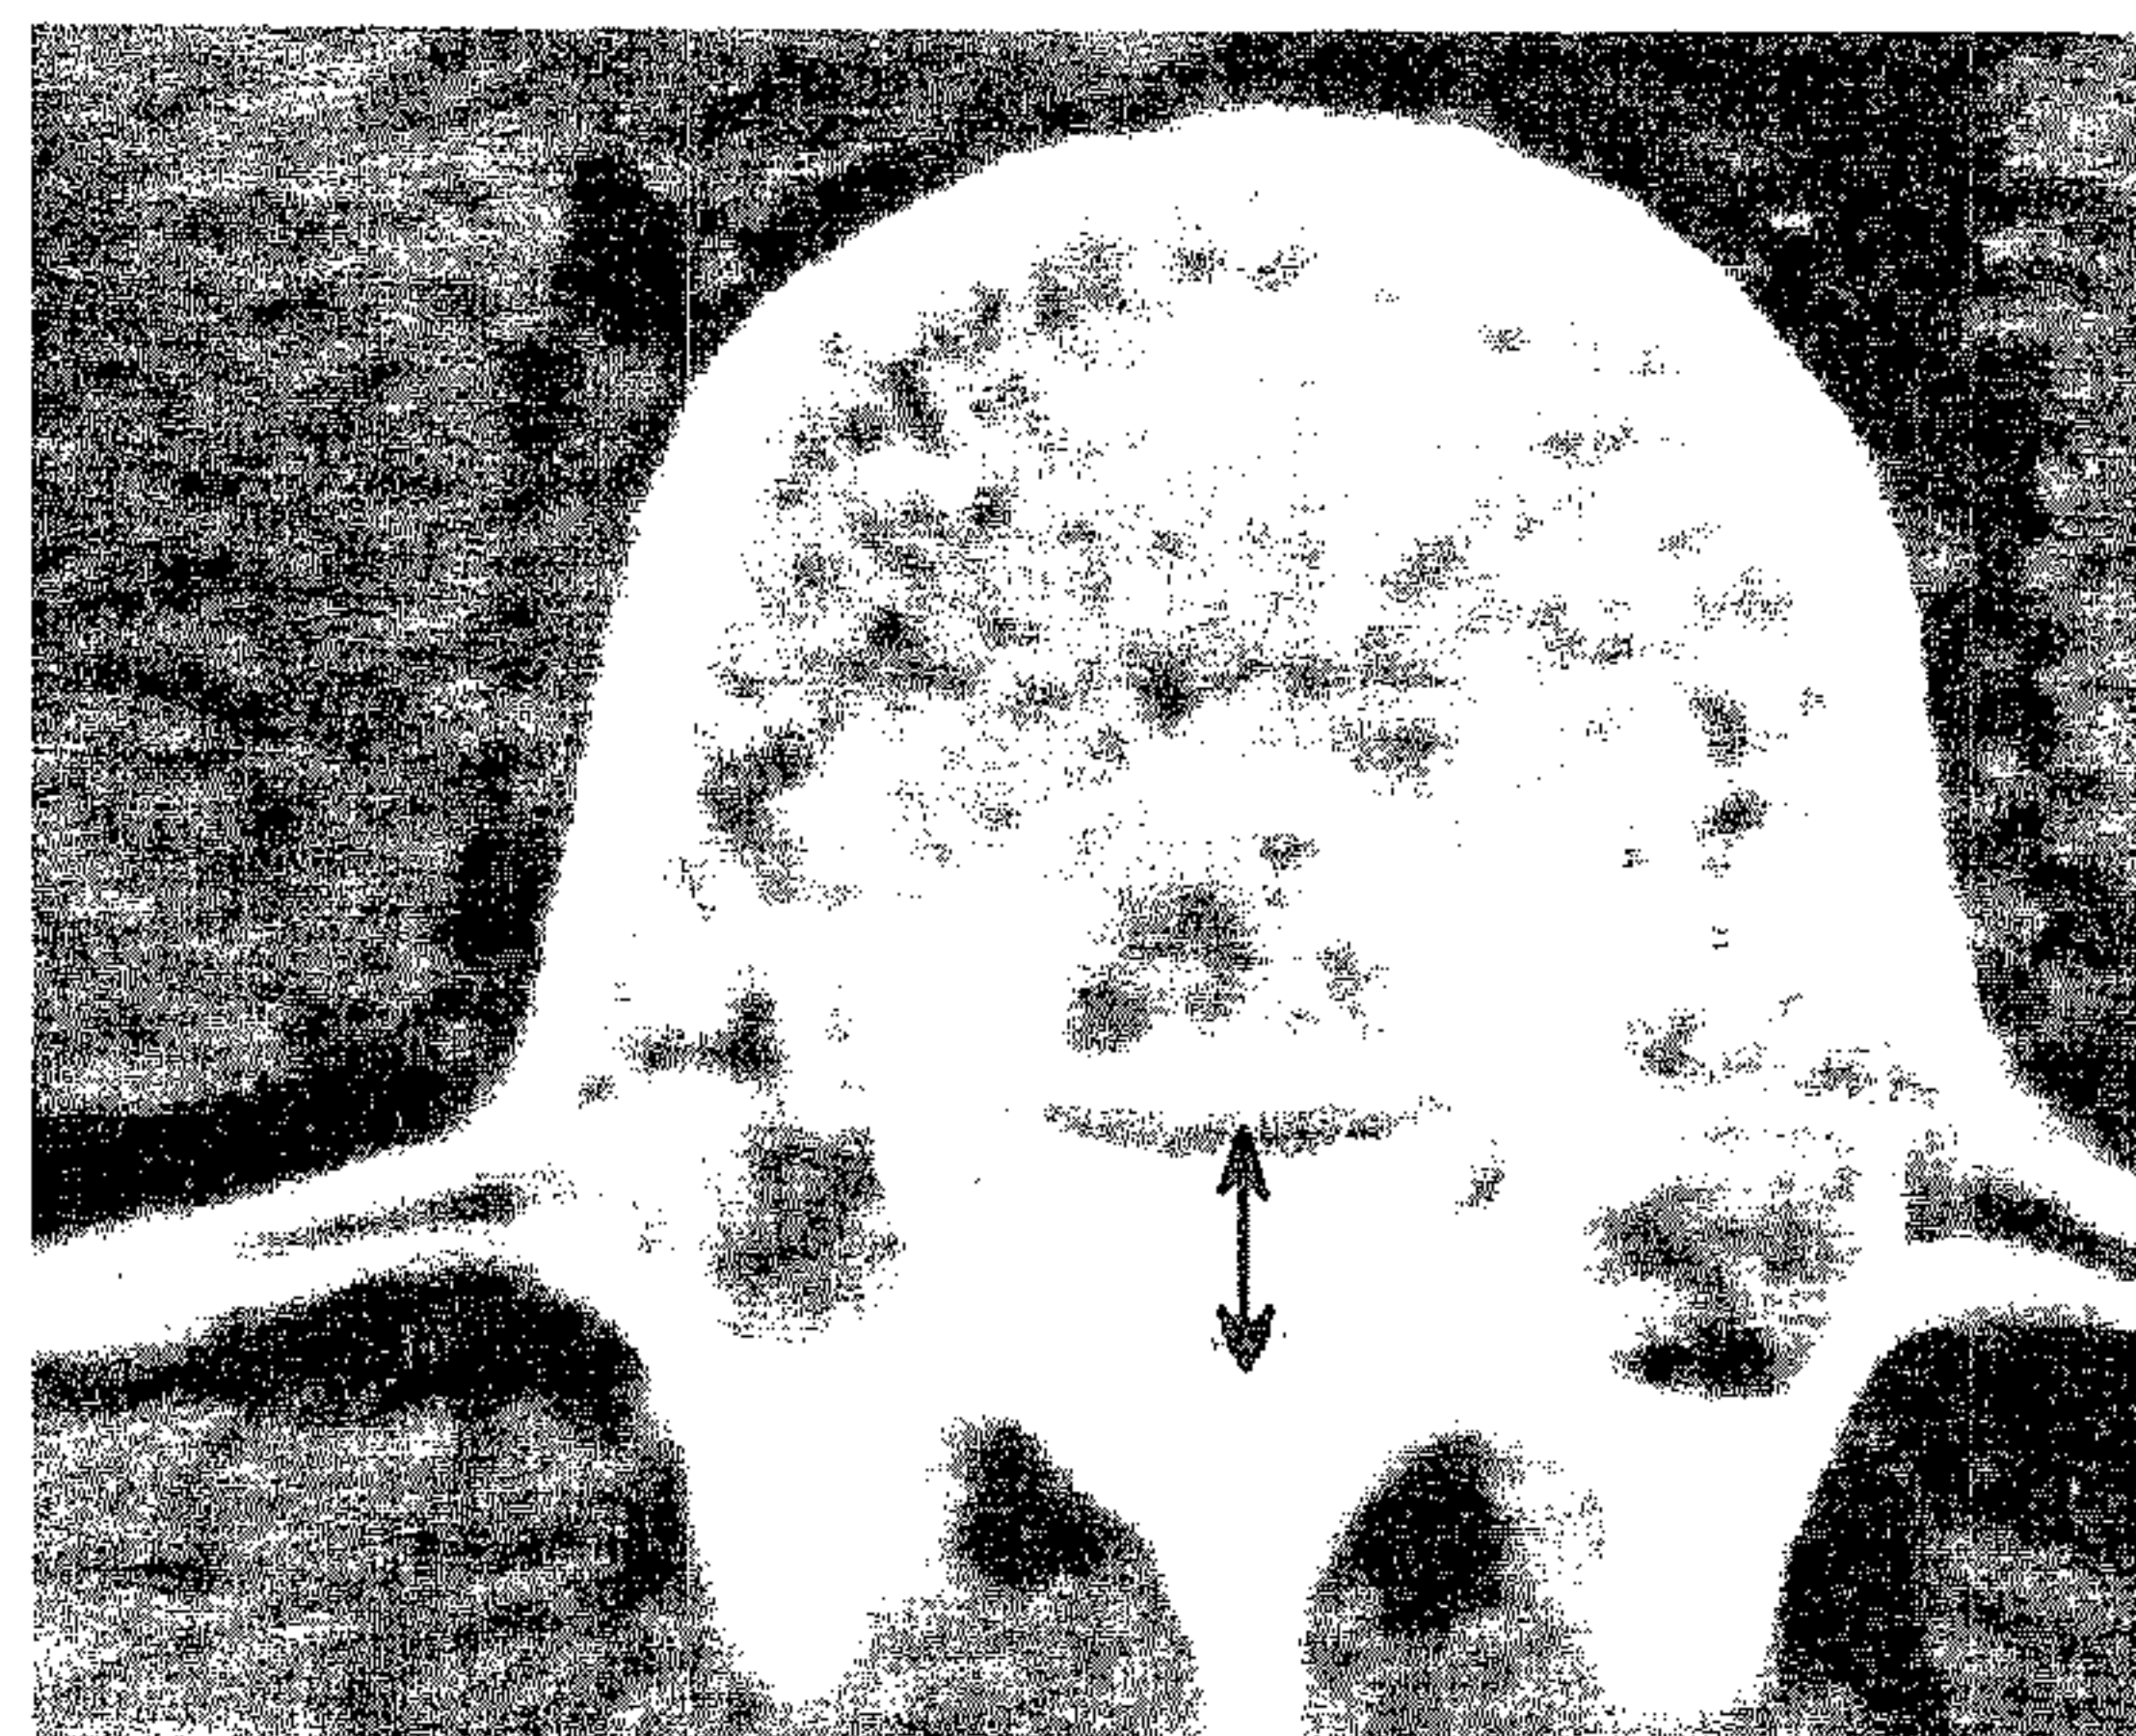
Examen mielo-CT. SCVL moderată.
